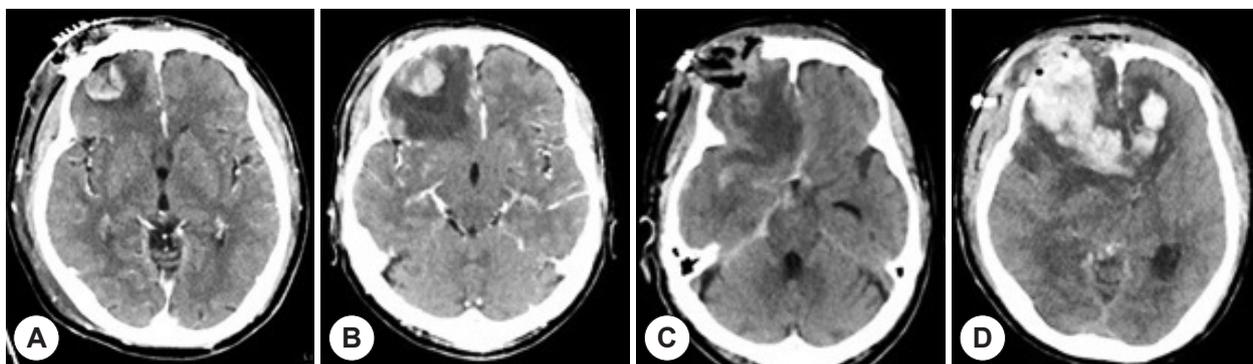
Brain CT was taken after surgery. Hemorrhage was seen in the right frontal lobe (A), and additional CT was taken 7 hours later (B). Hemorrhage and bleeding worsened, causing inflammation and bleeding to spread to the opposite brain (C, D).
